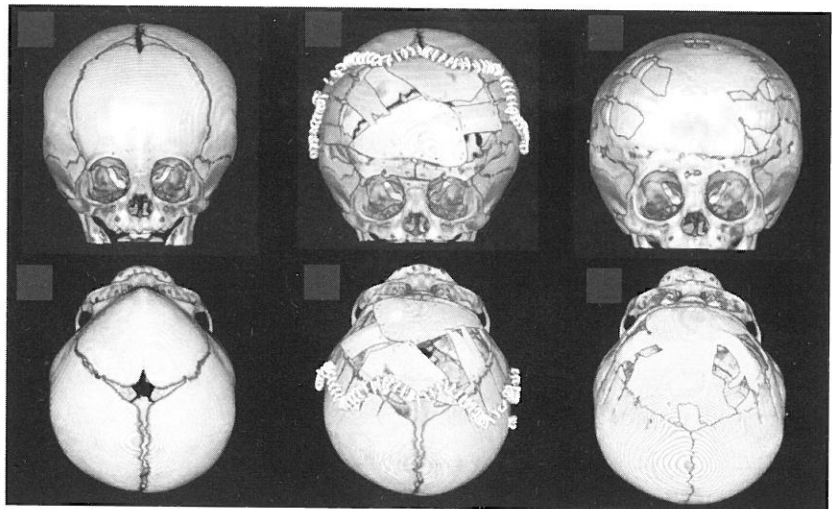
前頭縫合早期癒合症の3D-CT (上段は前方から, 下段は頭側からのview).
